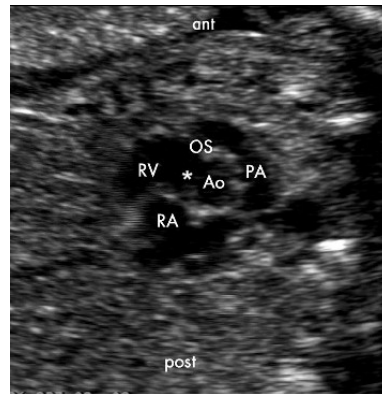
Echokardiographie - kurze Herzachse auf Höhe der Aortenklappe, bei einem Feten mit TOF in der 21. SSW. Großer perimembranöser VSD (*), verlagertes Ausflusstraktseptum; Ao: Aorta; OS: outlet septum; PA: A. pulmonalis; RA: rechtes Atrium; RV: rechter Ventrikel
